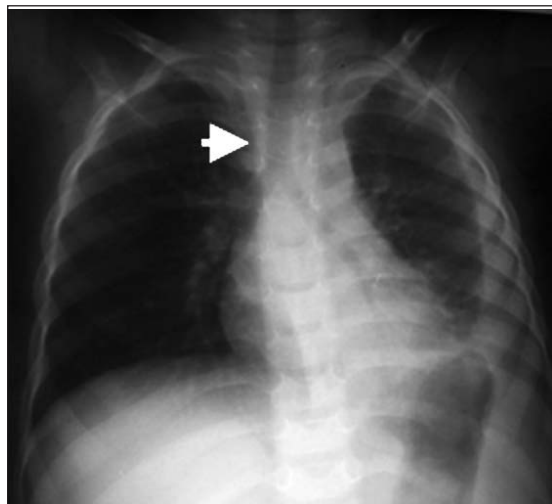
Radiografía simple de tórax en proyección pósterio anterior. Arco aórtico izquierdo. Sombra traqueal ligeramente desplazada hacia la derecha.
